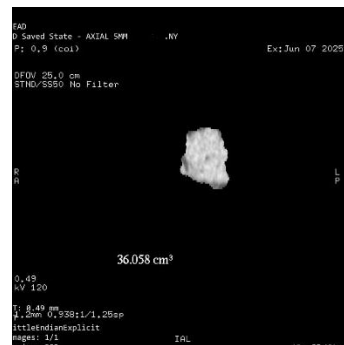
Alur segmentasi digital dan perhitungan volume perdarahan otak menggunakan perangkat lunak bawaan *CT Scan GE 16-slice multislice*.
